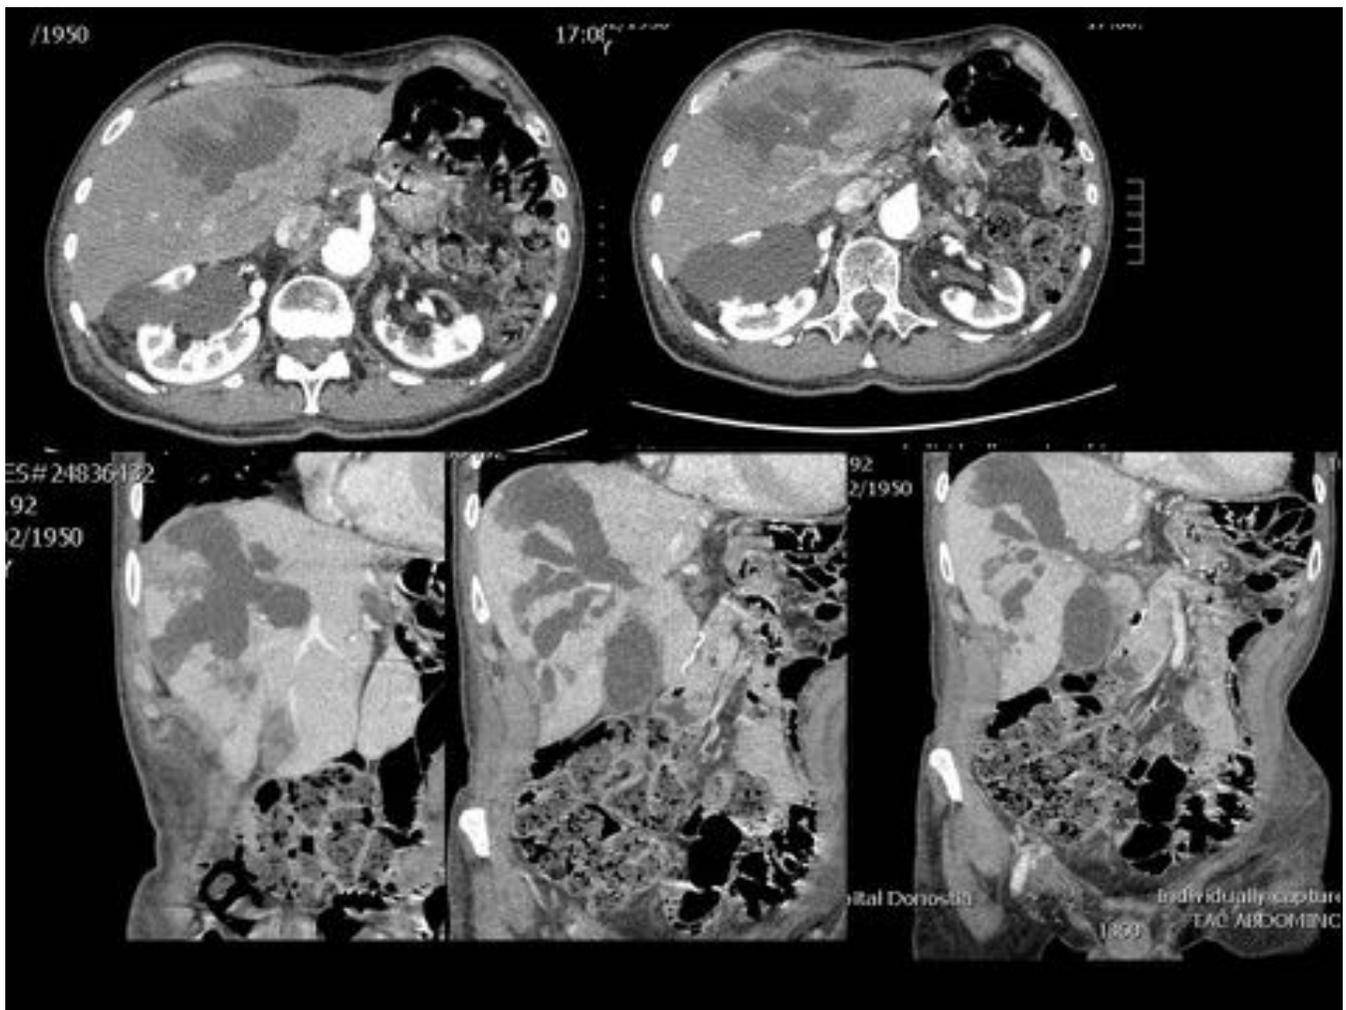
Antecedente de gastrectomía parcial por neoplasia . Dislipemia. Acude a nuestro hospital para estudio complementario de cuadro inflamatorio de colecistitis y sospecha de tumor de Klastkin. Angio-TC: trombosis de arteria hepática, arteria esplénica y parcialmente tronco celiaco. Importante dilatación de la vía biliar intrahepática sobre todo en segmento VIII que converge hacia el hilio hepático. Vesícula biliar distendida con pared edematosa mal definida que también sugiere isquémico.
